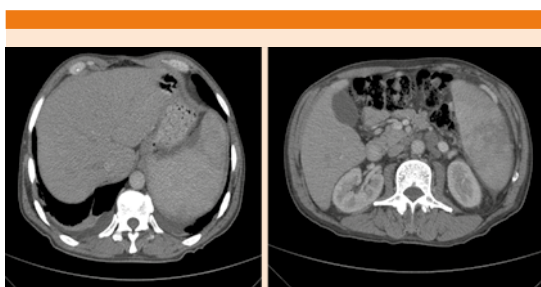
Tomografía de abdomen que muestra hepatomegalia y esplenomegalia. Actividad ganglionar retroperitoneal.
